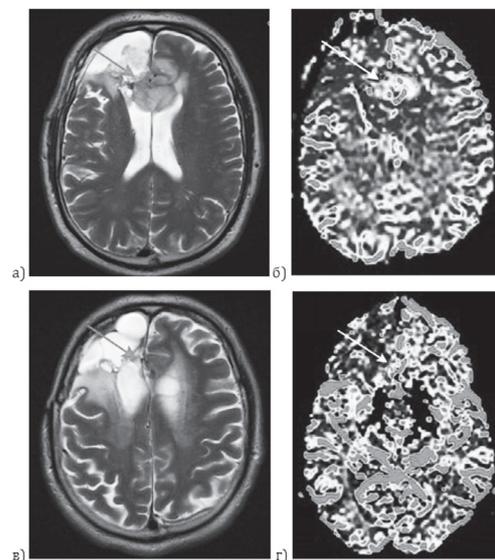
МРТ-изображения пациента К. После оперативного лечения определяется остаточная опухоль на томограммах T2 ВИ (а) с повышением значений гCBV в структуре образования в 2,6 раза относительно неизменного белого вещества (б). После лучевого лечения и последующей химиотерапии в динамике определяется уменьшение размеров остаточной опухоли на T2 ВИ (в), оценка параметров кровотока в участках, расцениваемых как остаточная опухоль на T2 ВИ, была невозможна ввиду недостаточной разрешающей способности метода T2\*-перфузия при оценке образований небольшого размера (г)
